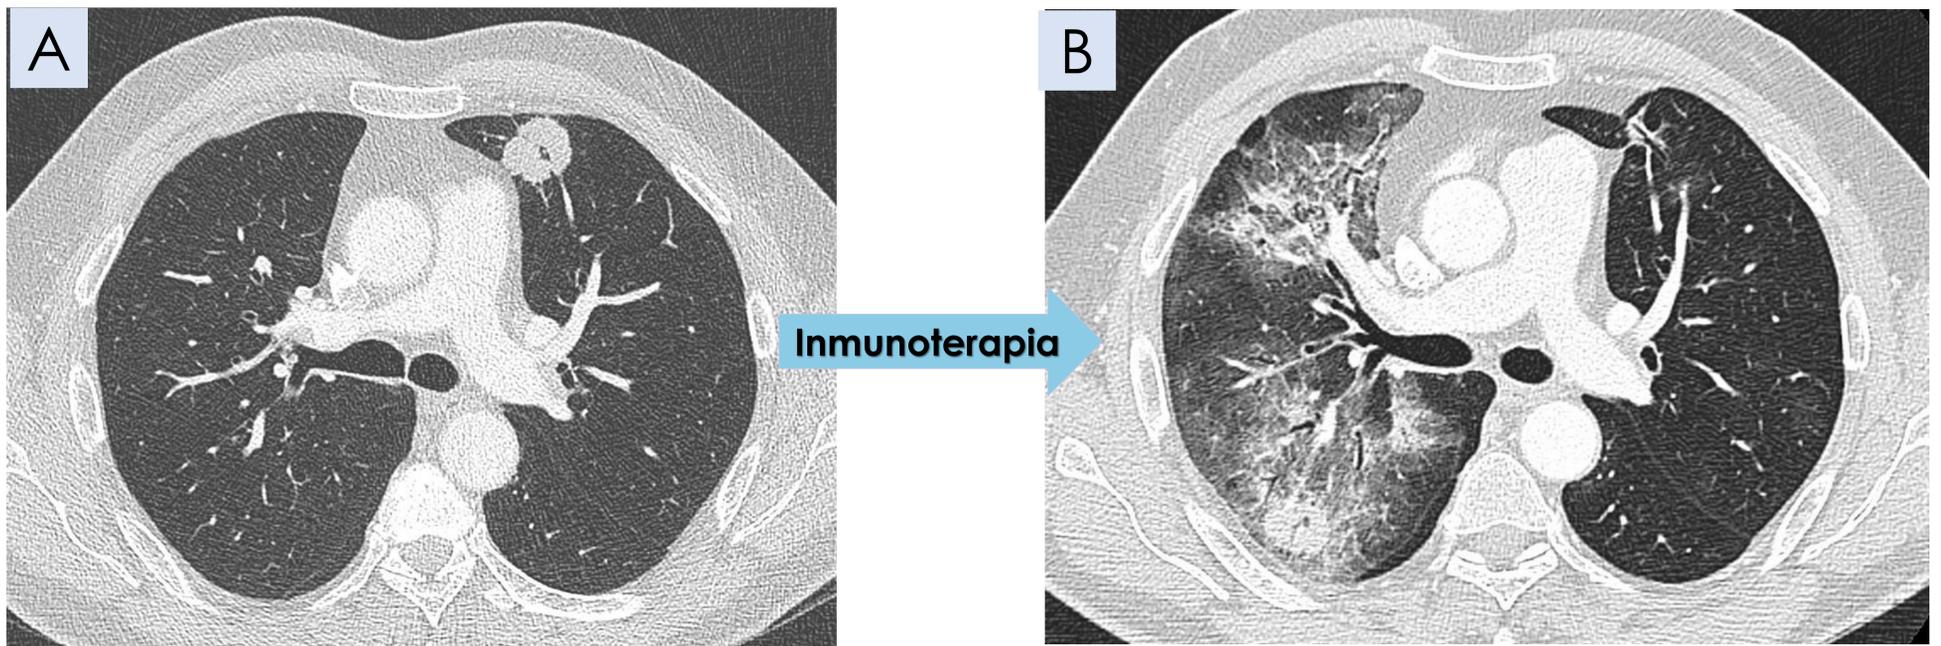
(A) TC de tórax con masa en lóbulo medio compatible con neoplasia pulmonar. (B) TC de tórax tras inmunoterapia con respuesta parcial tumoral y opacidades difusas en vidrio deslustrado de predominio en hemitórax derecho en relación con neumonitis secundario a inmunoterapia, que obliga a la retirada del fármaco y tratamiento con corticoides.
